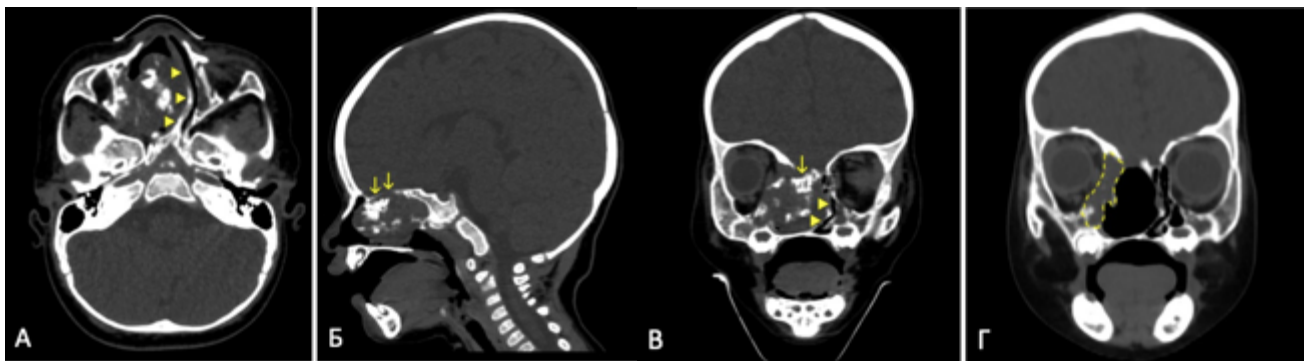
Наблюдение №6. СКТ до (А-В) и после (Г) первой операции. Новообразование располагается в полости носа, решетчатом лабиринте, правой верхнечелюстной пазухе с умеренным распространением в глазницу и на основание черепа (стрелки). В опухолевом узле видны кальцификаты. Смещенная перегородка носа отмечена треугольниками. На послеоперационном снимке (Г) видна не удаленная часть опухоли
